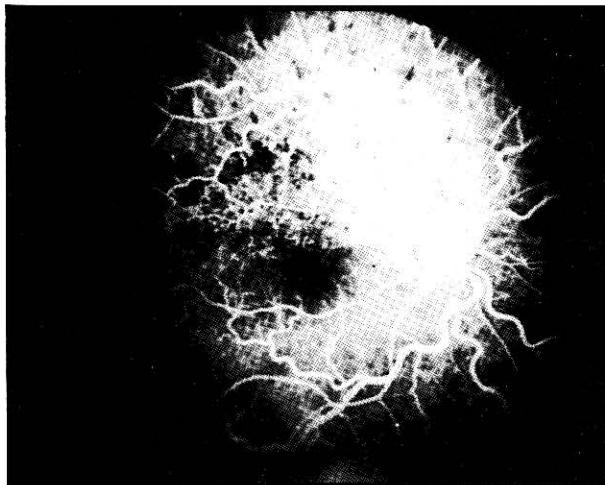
(b): Aynı olgunun flöresein anjiografisinde kapillären nonperfütyon alanları ve neovaskülarizasyonlar görülmektedir
